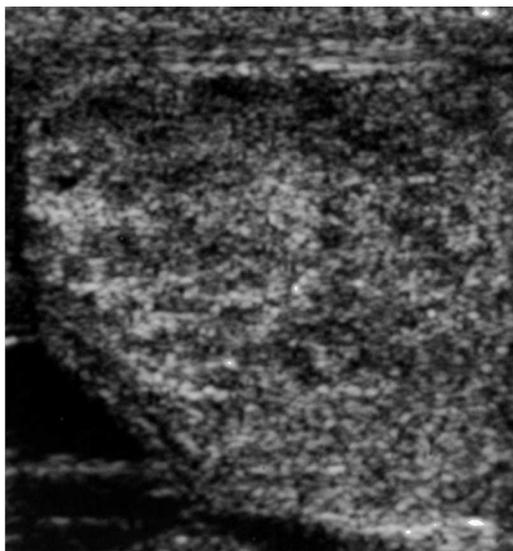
Ecografia testicular
